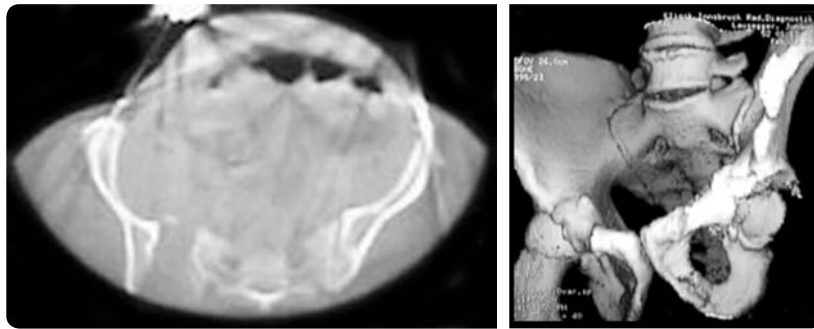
Спіральна комп'ютерна томографія з 3-D-реконструкцією при травмі таза
